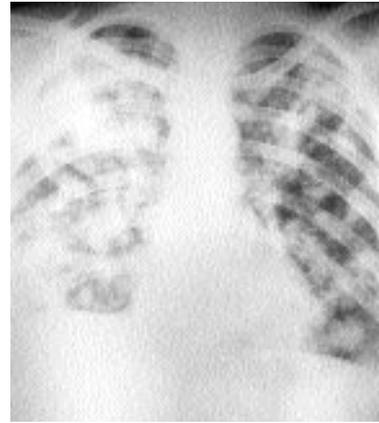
Radiografía de tórax que muestra opacidades bilaterales con patrón nodular características de aspergilosis pulmonar invasora.
